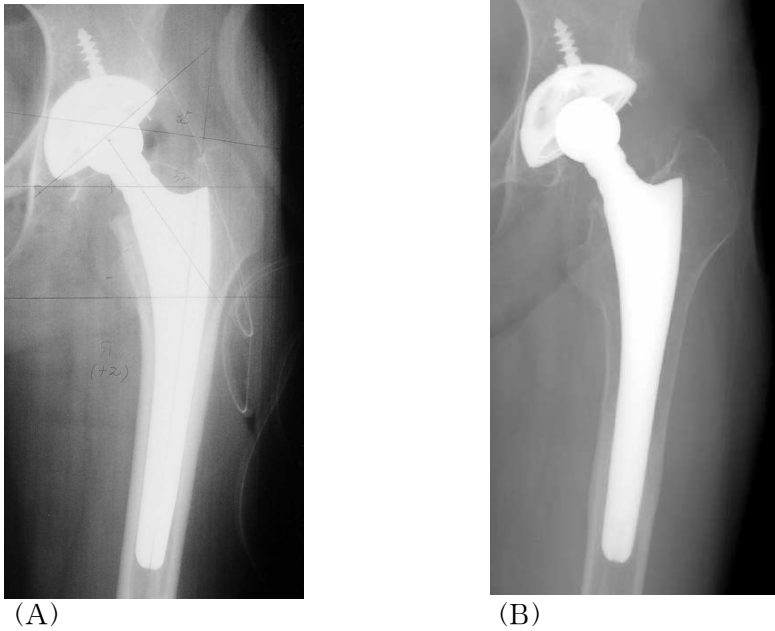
44세된 여성의 고관절 사진. (A) 수술 직후의 방사선 사진으로 press fitting된 상태를 보이고 있음. (B) 수술 6년 후 방사선 사진으로 근위부 골밀도 감소 현상을 보임.
